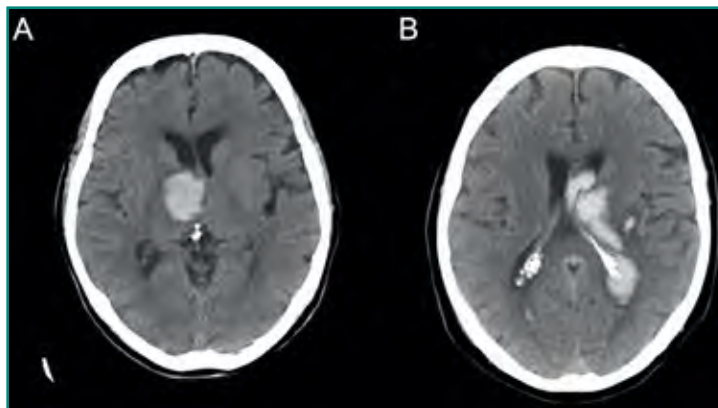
A: TC craneal con ventana de partes blandas. Colección hiperdensa focal intraaxial talámica derecha, sugestiva de sangrado intraparenquimatoso agudo. B: TC craneal con ventana de partes blandas donde se identifica colección hiperdensa talámica izquierda abierta al sistema ventricular.
